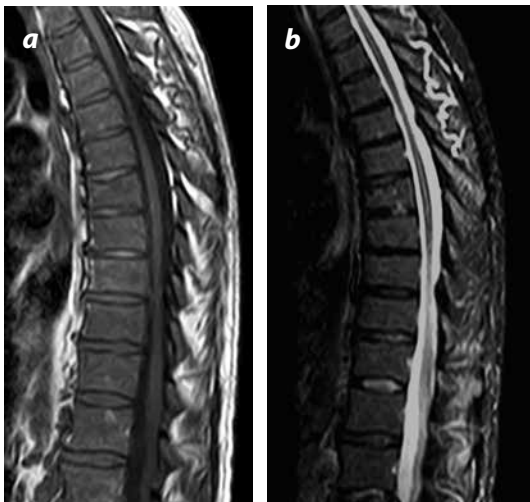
a y b) RM de columna torácica en secuencias sagitales: alteración difusa en la intensidad de señal de la totalidad de los cuerpos vertebrales visualizados, de baja señal en las secuencias con información T1 respecto a los discos vertebrales. En la secuencia STIR se aprecia intensidad de señal intermedia y homogénea.
